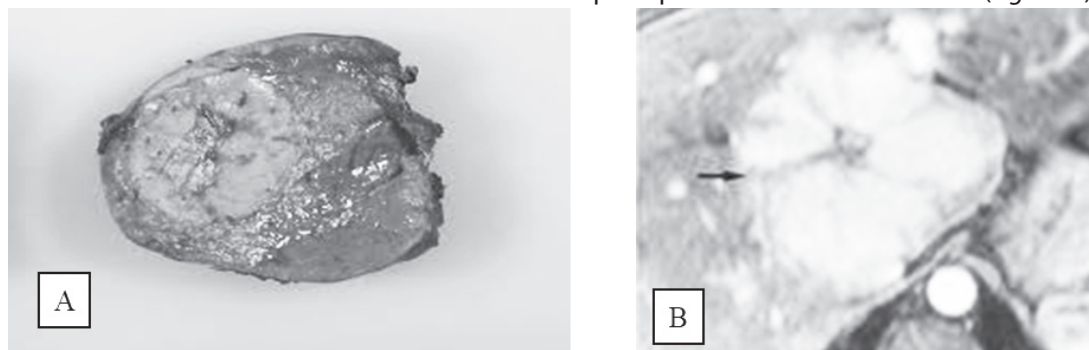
Hiperplazie nodulară focală. A- piesa operatorie; B – HNF. Aspect CT.
